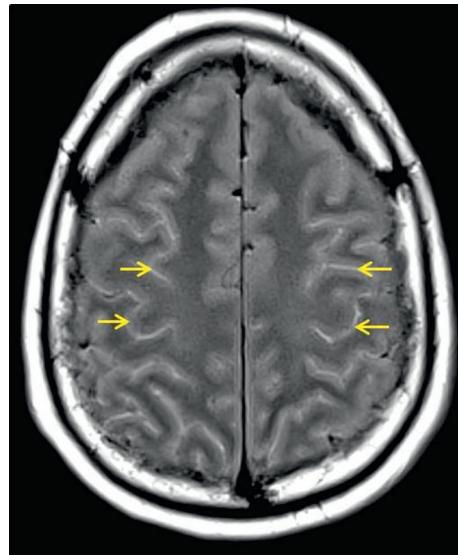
A IRM cérébrale en séquence FLAIR montrant des hypersignaux diffus des sillons corticaux (flèches) chez un patient présentant une méningite à pneumocoque.
